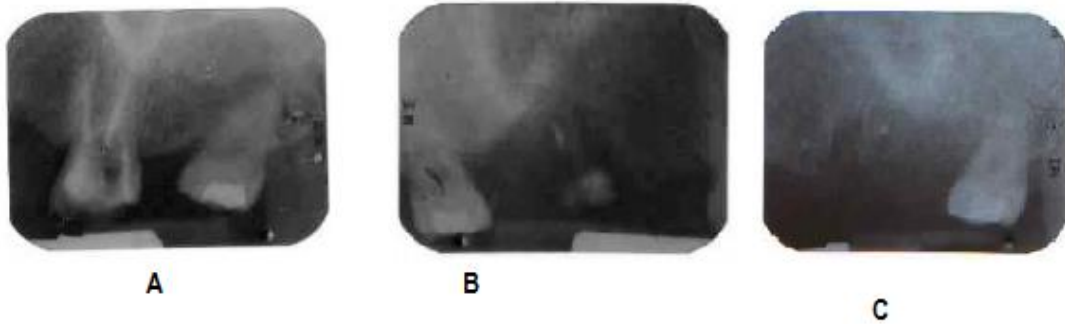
A) Radiografía dentoalveolar con el órgano dentario 26 antes de la extracción. B) Radiografía dentoalveolar donde se observa fragmento, el cual fue desechado por la paciente. C) Radiografía dentoalveolar aun con un resto. Fuente propia.
